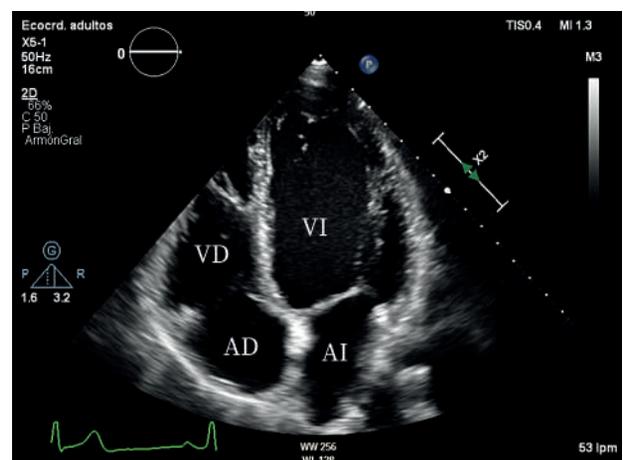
Apical 4 cámaras.
